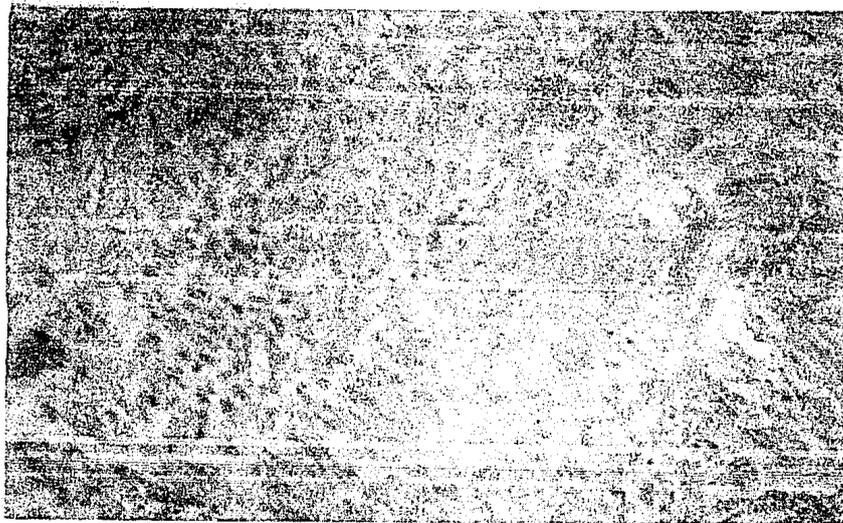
Granuloma periapical con tinción de Brown y Brenn, utilizando un aumento de 40x y se observan en ella, Ca: cocos gram + aislados en el centro del tejido y Cc: cocos gram + en cúmulos en el centro del tejido.
